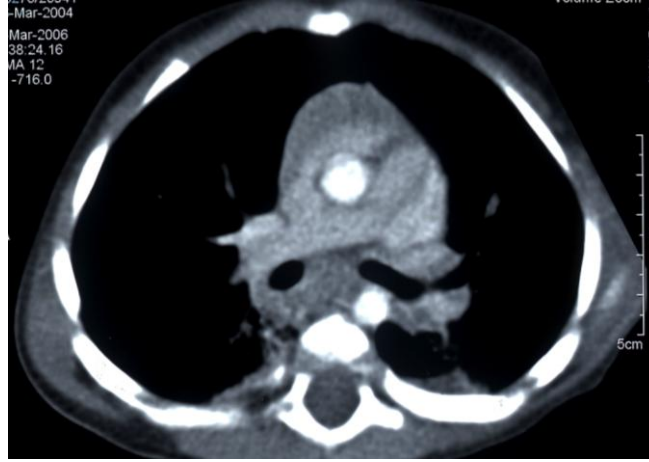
TB tanılı 4 yaşındaki olguda, parankim ve mediaten penceresindeki BT kesitlerinde her iki hiler, alt lobar ve segmental, subkarinal, paraözefageal LAP'ler izleniyor. Sağ hilar LAP etkisiyle alt lob bronşu daralmış görünüyor.
